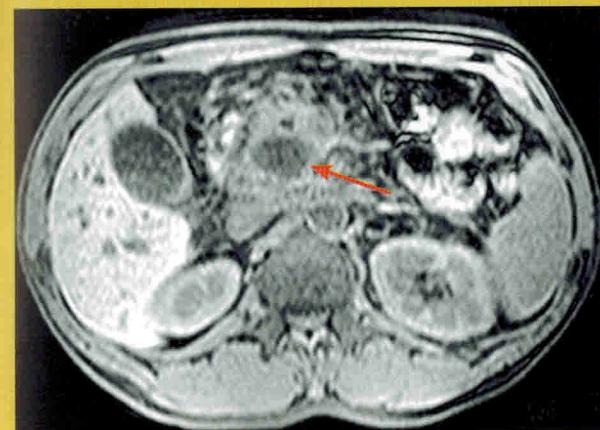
Цистаденома поджелудочной железы. МРТ.
